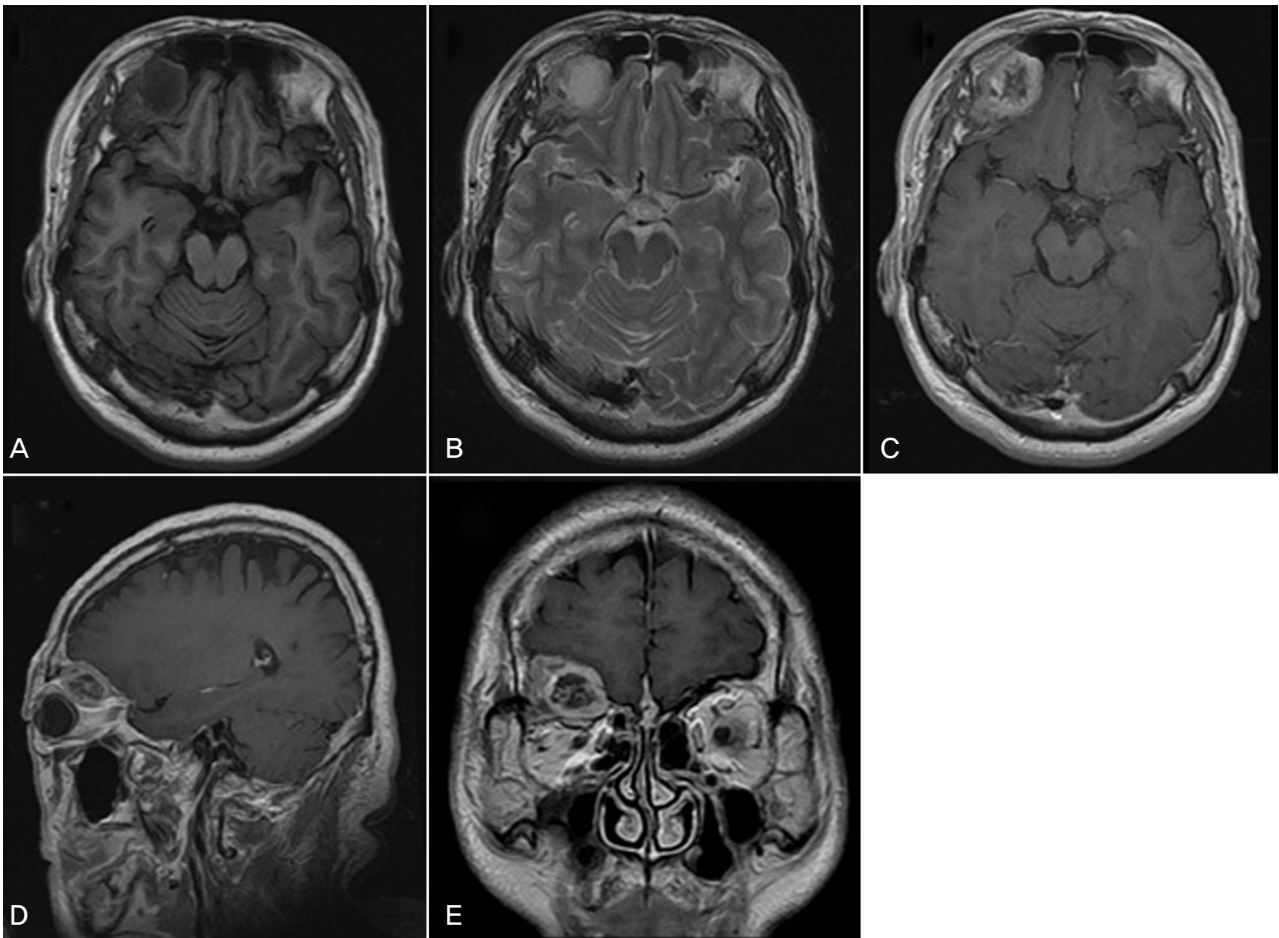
(A) T1-weighted precontrast axial image demonstrating a well-defined mass in the right orbit with central necrosis. (B) T2-weighted precontrast axial image showing high signal intensity in the central necrotic area. (C, D, E) T1-weighted postcontrast images demonstrating significant homogenous peripheral enhancement and invasion into the dura mater without intracranial extension.
